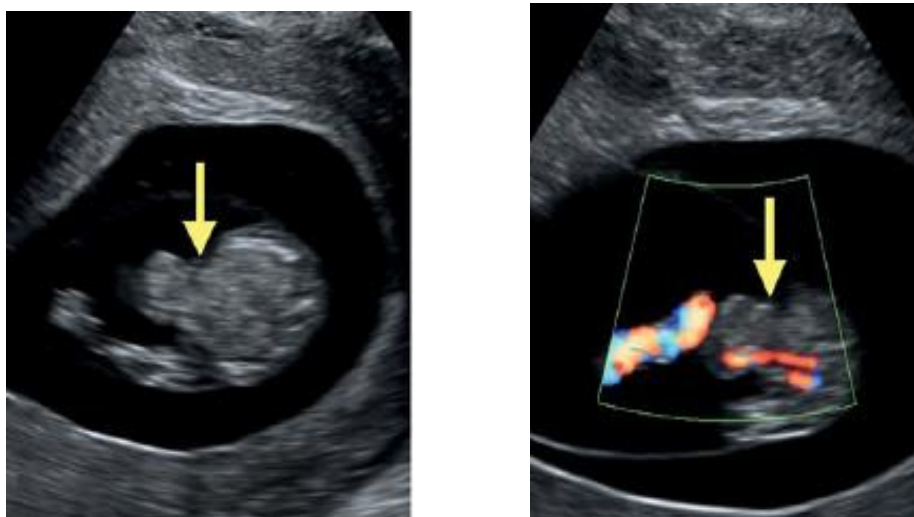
(A y B). Figuras 3A (Escala de grises) y 3B (Doppler color). Herniación central fisiológica.
